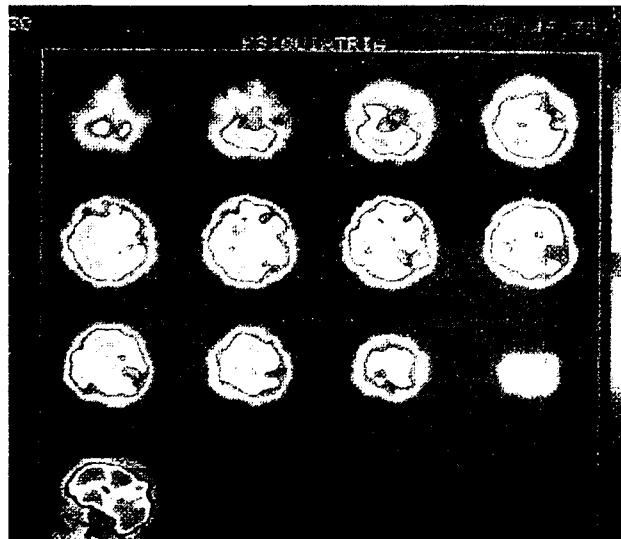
Imagen obtenida por SPECT de un paciente esquizofrénico.
